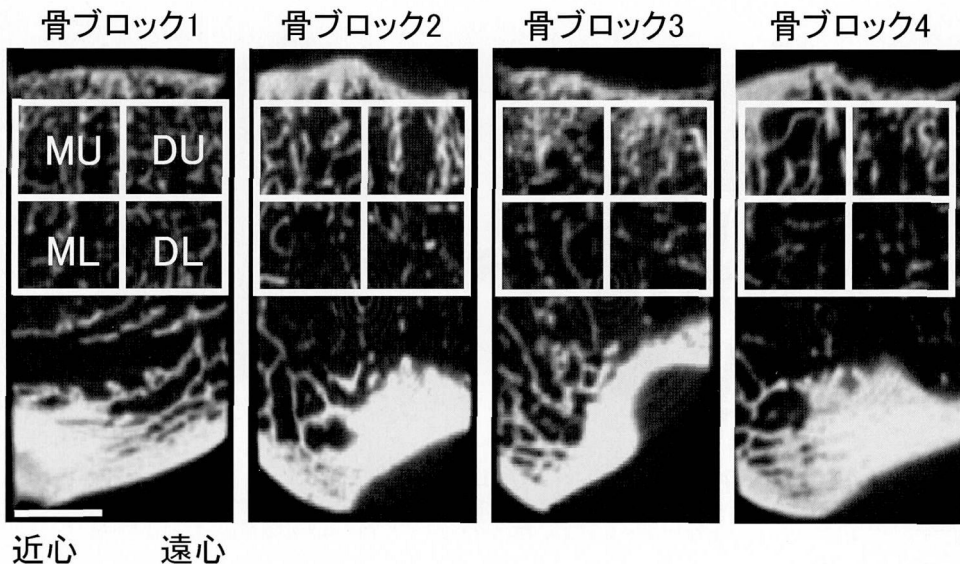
下顎骨無歯顎部の  $\mu$ CT 画像と ROI の設定
